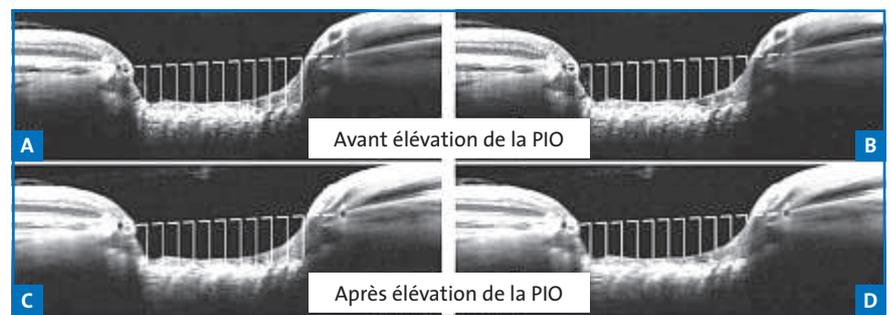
Coupes en tomographie par cohérence optique avant et après élévation de la pression intraoculaire (PIO). Estimation de la position antéropostérieure de la lame criblée (A et C) et des tissus pré-laminaires (B et D). D'après Agoumi et al. [2].
